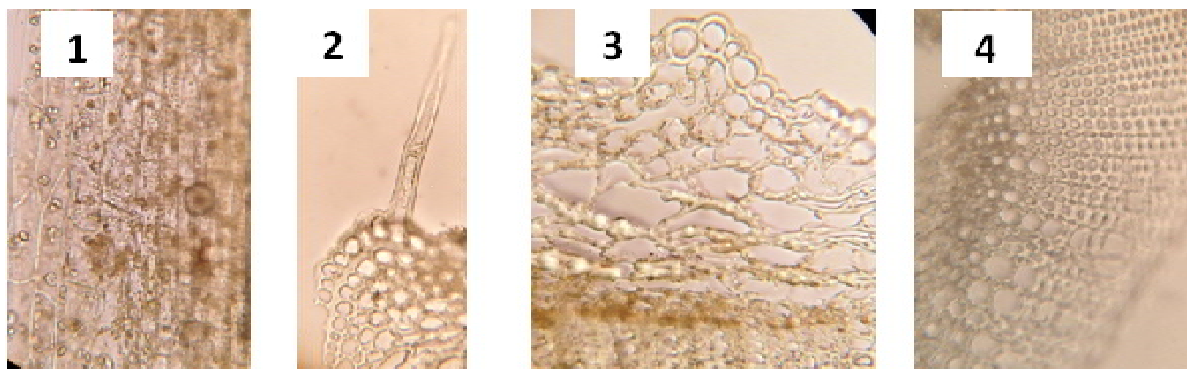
Фрагменти листової пластинки: 1 – друзи у мезофілі та трахеїди жилок, 2 – головна жилка з простими волосками епідерми, 3 – субепідермальна коленхіма, кристалоносною обкладкою із друз та центральним провідним пучком.
